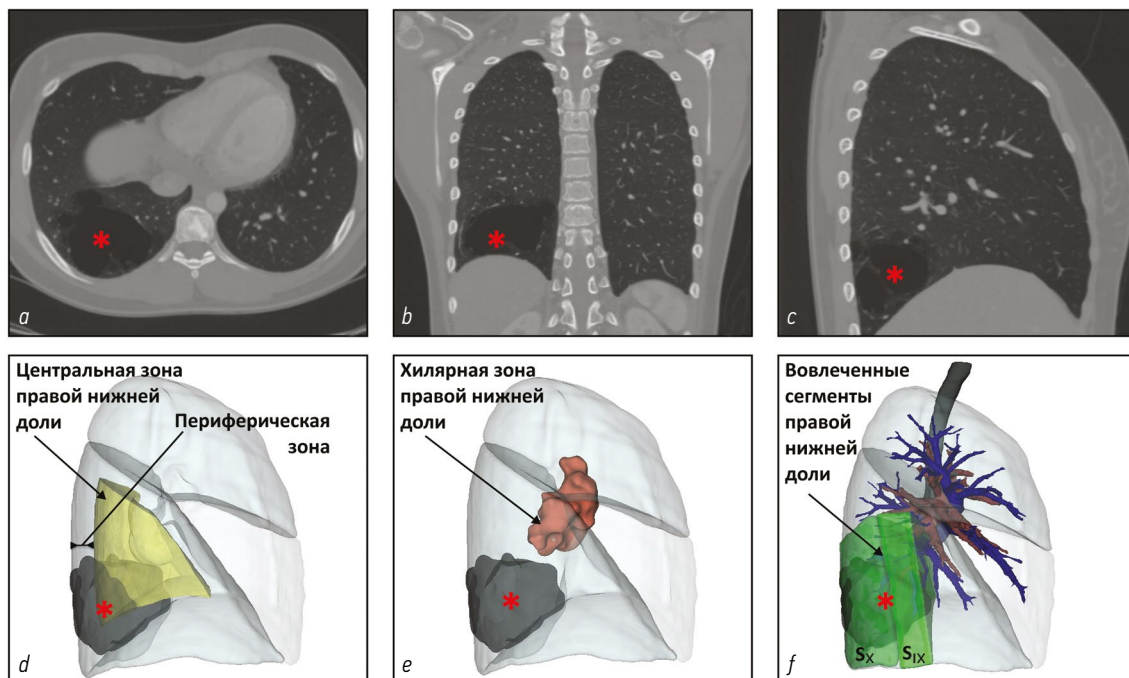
Метод определения зон доли при патологии в нижней доле правого лёгкого: *a–c* — ортогональные срезы компьютерной томографии (аксиальный, корональный, сагиттальный), очаг отмечен красной звёздочкой; *d* — центральная зона правой нижней доли (жёлтая) и периферическая зона в пределах полупрозрачной 3D-модели лёгкого; *e* — hilarная зона (коричневая); *f* — сегментарное картирование очага: вовлечённые сегменты $S_{IX}–S_X$ (зелёные) с отображением сосудисто-бронхиального дерева (артерии — красные, вены — синие, бронхи — серые). Последовательность иллюстрирует рабочий процесс: компьютерная томография — локализация, зонирование (hilarная/центральная/периферическая зоны), сегментарное картирование для планирования сублобарной резекции. В данном клиническом случае патология (кистозно-аденоматозная мальформация) располагается в периферической и центральной зонах.
